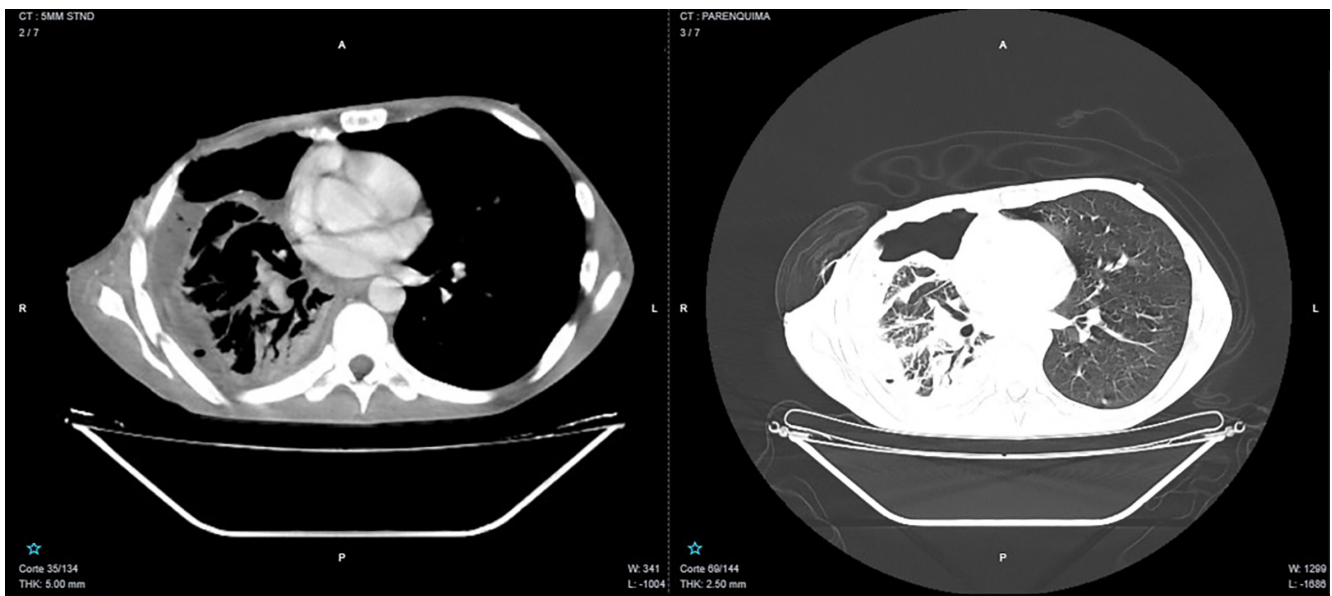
TAC de tórax contrastado con impresión de múltiples colecciones y derrame pleural tabicado con neumotórax residual. Imágenes propiedad de los autores.
